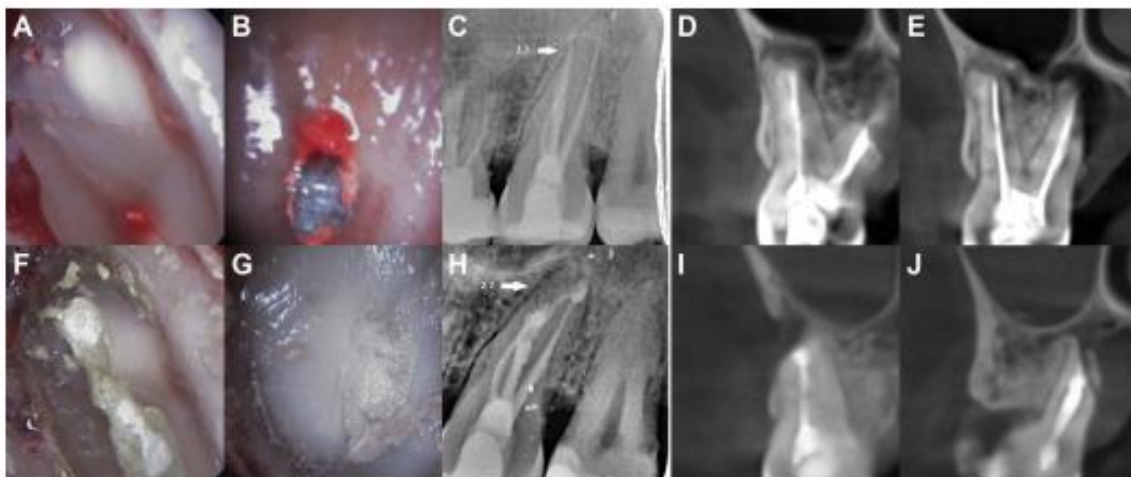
Example of complete healing of a lateral incisor [1.2] in a periapical radiograph and CBCT scan. A, Intraoperative clinical view after apical resection. B, Intraoperative endoscopic view after apical resection, together with the application of methylene blue evidencing a gap. C, Preoperative periapical radiograph. D, Preoperative sagittal CBCT scan. E, Intraoperative clinical view after retrograde filling with MTA. F, Intraoperative endoscopic view after retrograde filling with MTA. G, Control periapical radiograph at 1 year of follow-up, showing complete bone regeneration of the lesion. H, Control sagittal CBCT scan at 1 year of follow-up, showing complete bone regeneration of the lesion.
